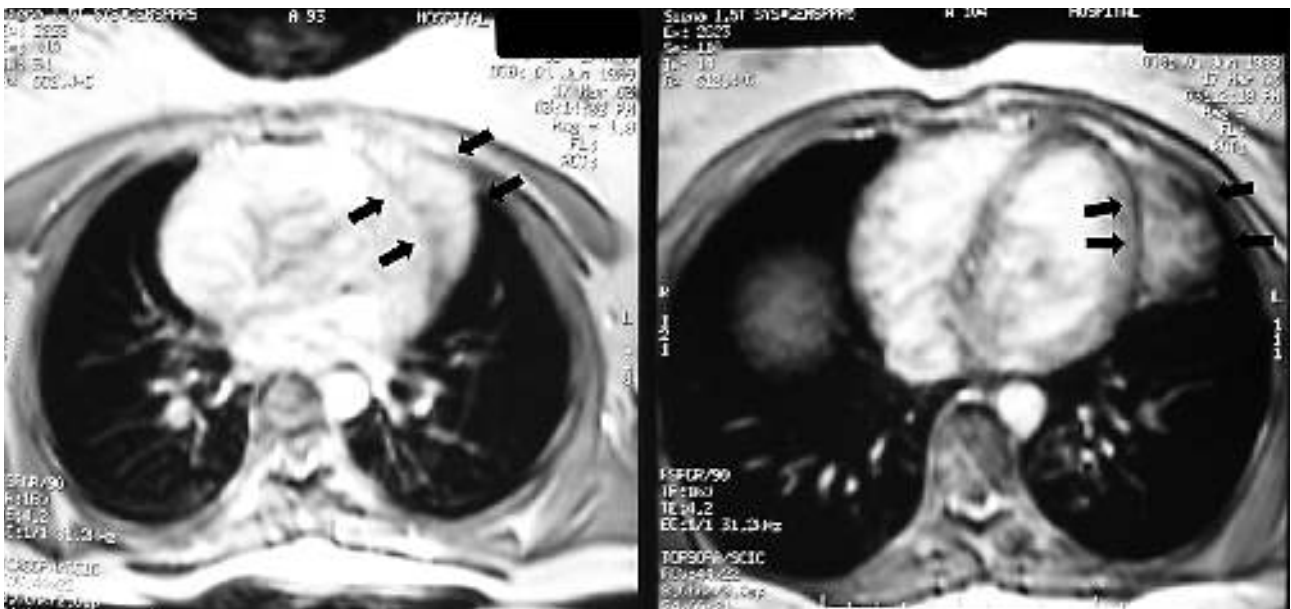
Ressonância magnética nuclear.
